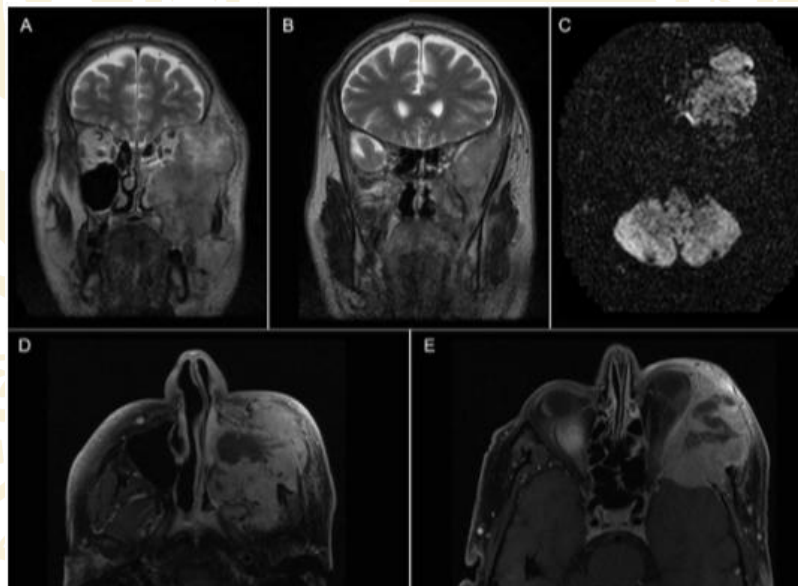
RM de senos paranasales. Carcinoma epidermoide en seno maxilar izquierdo. (A,B) secuencia T2 en plano coronal, (C) secuencia DWI en plano axial. (C,D) secuencia T1 saturación grasa tras la administración de contraste en plano axial. Se aprecia una masa heterogénea que ocasiona destrucción del piso de boca, paredes medial, lateral y superior del seno maxilar con invasión de la fosa nasal, órbita, fosa pterigopalatina y fosa temporal extradural. Existe restricción a la difusión, lo que sugiere alta celularidad. Tras la administración de contraste se objetiva intenso realce con área de necrosis central.
